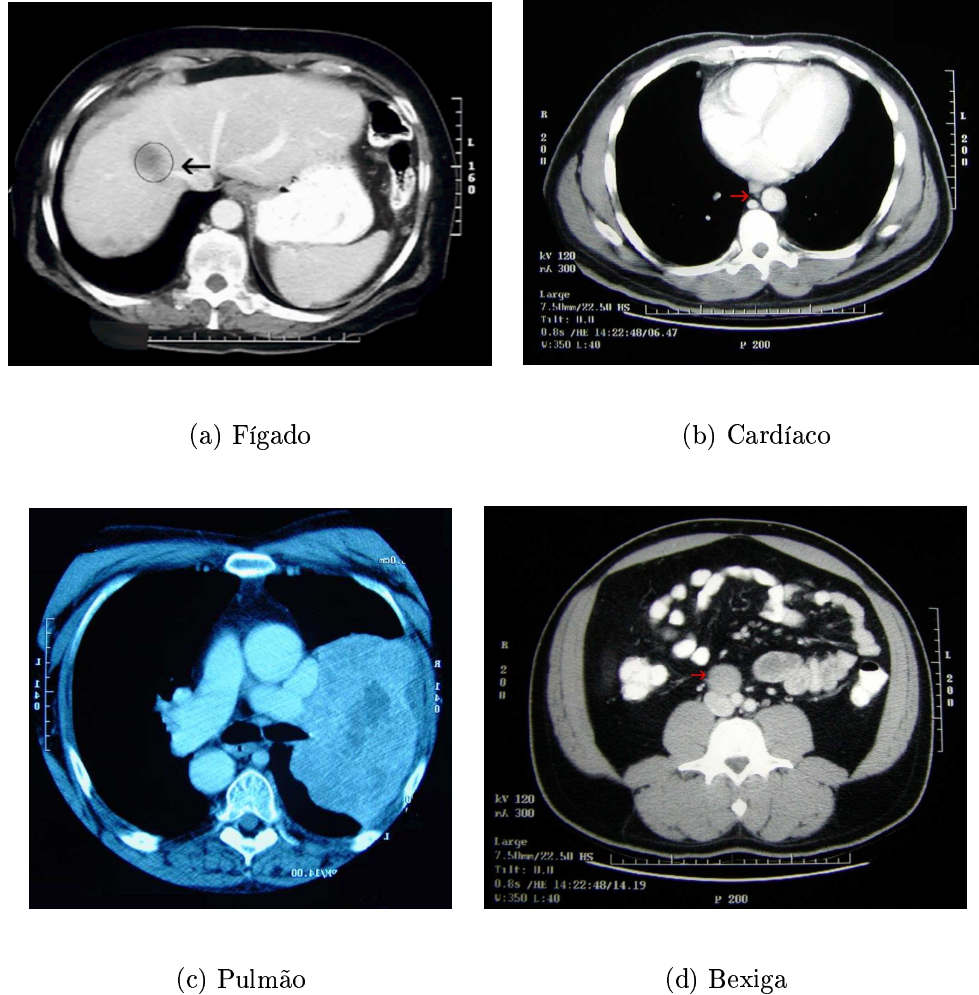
Tomografias usadas como entrada para o experimento computacional.
